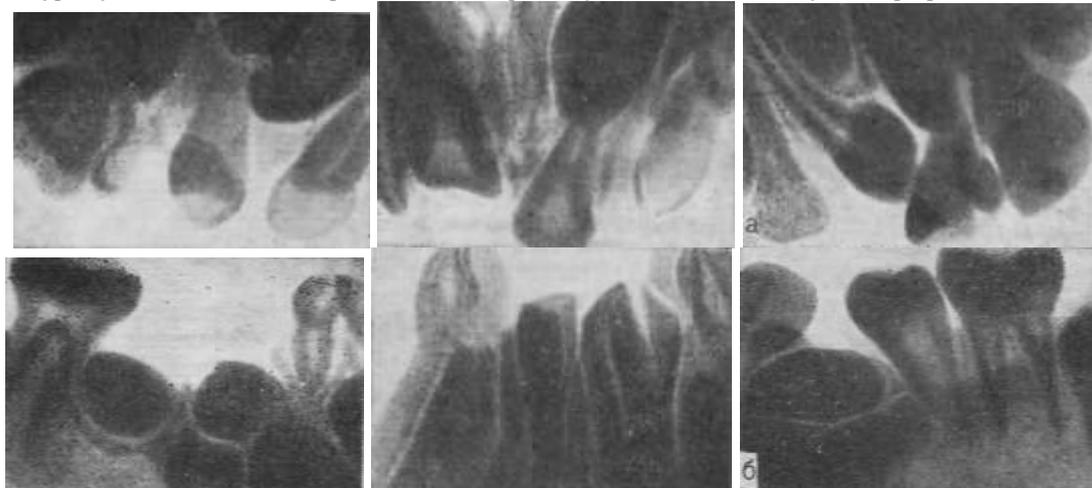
Рентгенограммы верхней (а) и нижней (б) челюстей больной 17 лет. Множественные ретенционные зубы.
